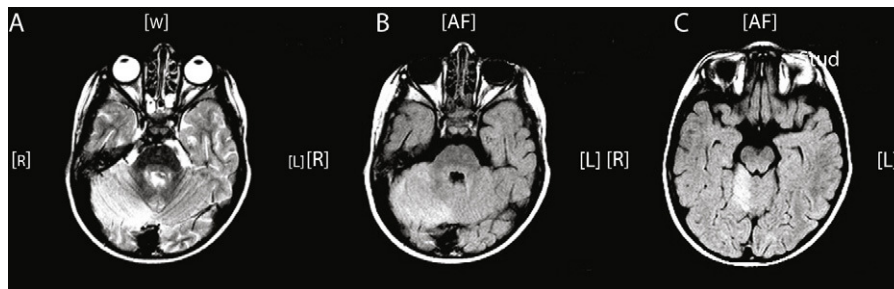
RM craneal axial. A) Imagen T2 con hiperintensidad en corteza de hemisferio cerebeloso derecho. B) Secuencia FLAIR con hiperintensidad hemisferio cerebeloso derecho. C) Secuencia FLAIR con afectación vermis cerebeloso.
